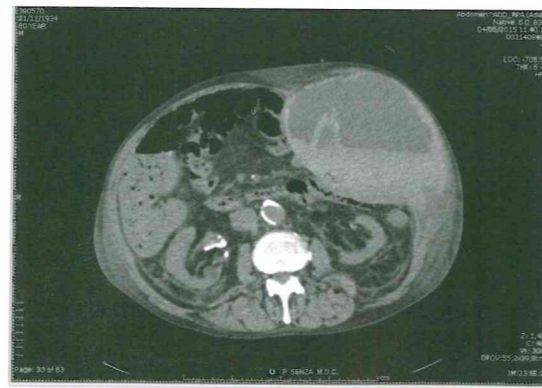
Transverse computed tomography scan without contrast material showing a large left abdominal wall hematoma.
